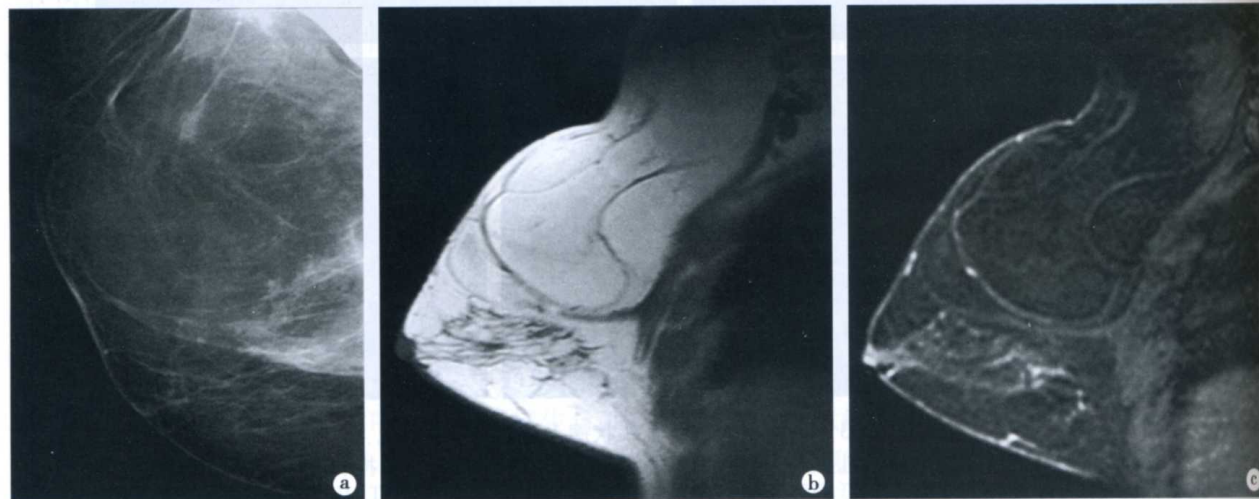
右乳腺巨大脂肪瘤 X 线和 MRI 表现
